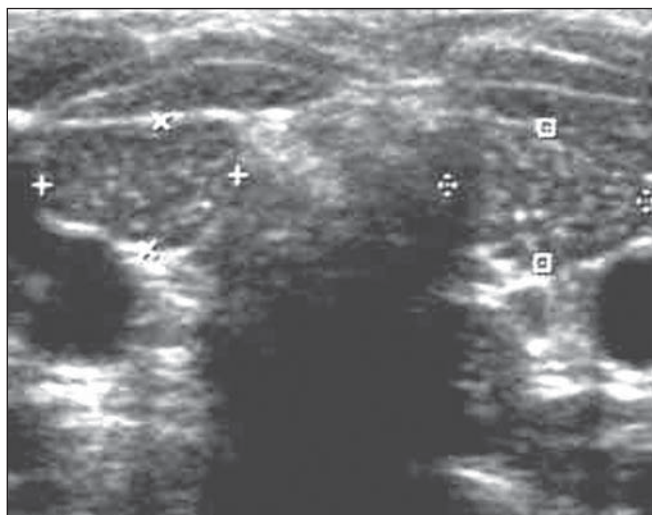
Ultrassonografia da região cervical. Nesta imagem se observa a glândula tireoide com dimensões reduzidas e hipocogênica (entre os marcadores).
